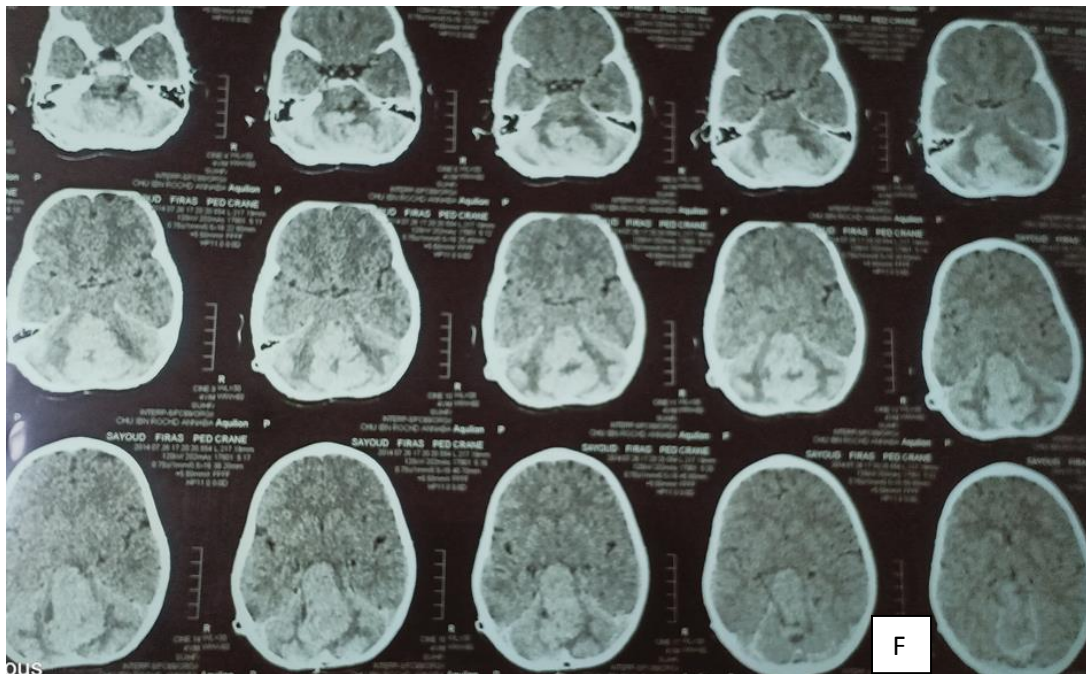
F): TDM cérébrale coupe axiale : une année après la chirurgie et en plein chimiothérapie, récurrence locale du médulloblastome.
